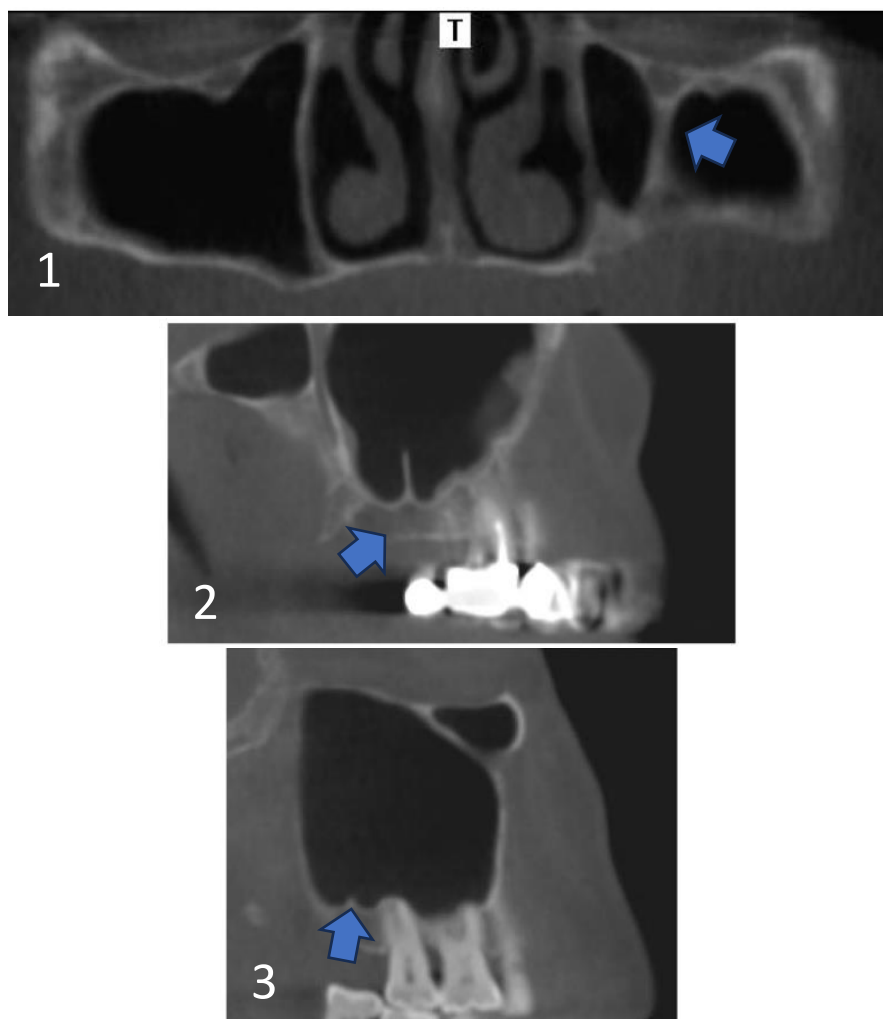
Orientação dos septos no CBCT: (1) sagital, (2) coronal, (3) transversal. Retirado de (Hungerbühler et al., 2019)
